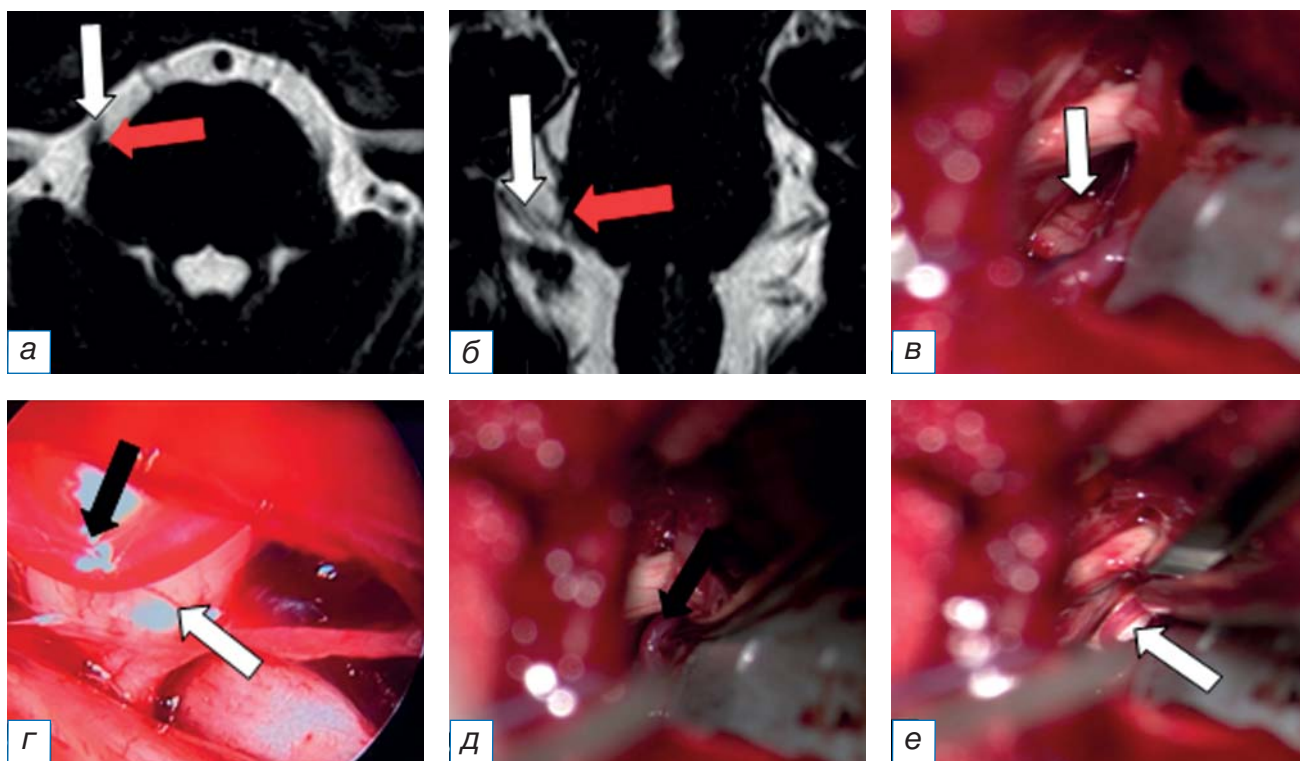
Пациент А. с невралгией тройничного нерва на фоне нейроваскулярного конфликта, выявленного при помощи интраоперационной видеоэндоскопии: а, б — магнитно-резонансная томография головного мозга в режиме FIESTA в аксиальной (а) и фронтальной плоскости, на которых выявлен нейроваскулярный конфликт между верхней мозжечковой артерией (красная стрелка) и корешком тройничного нерва (белая стрелка); в — интраоперационные снимки с микроскопа, на которых нейроваскулярный конфликт не выявлен (белая стрелка); г — интраоперационные снимки с эндоскопа Minop Invent (угол обзора 30°), на которых выявлена верхняя мозжечковая артерия (красная и черная стрелки) в проекции выхода корешка тройничного нерва из моста (белая стрелка); д — после микровазкулярной декомпрессии визуализирована верхняя мозжечковая артерия (стрелка); е — установлена тefлоновая прокладка (стрелка) между нервом и артерией.
